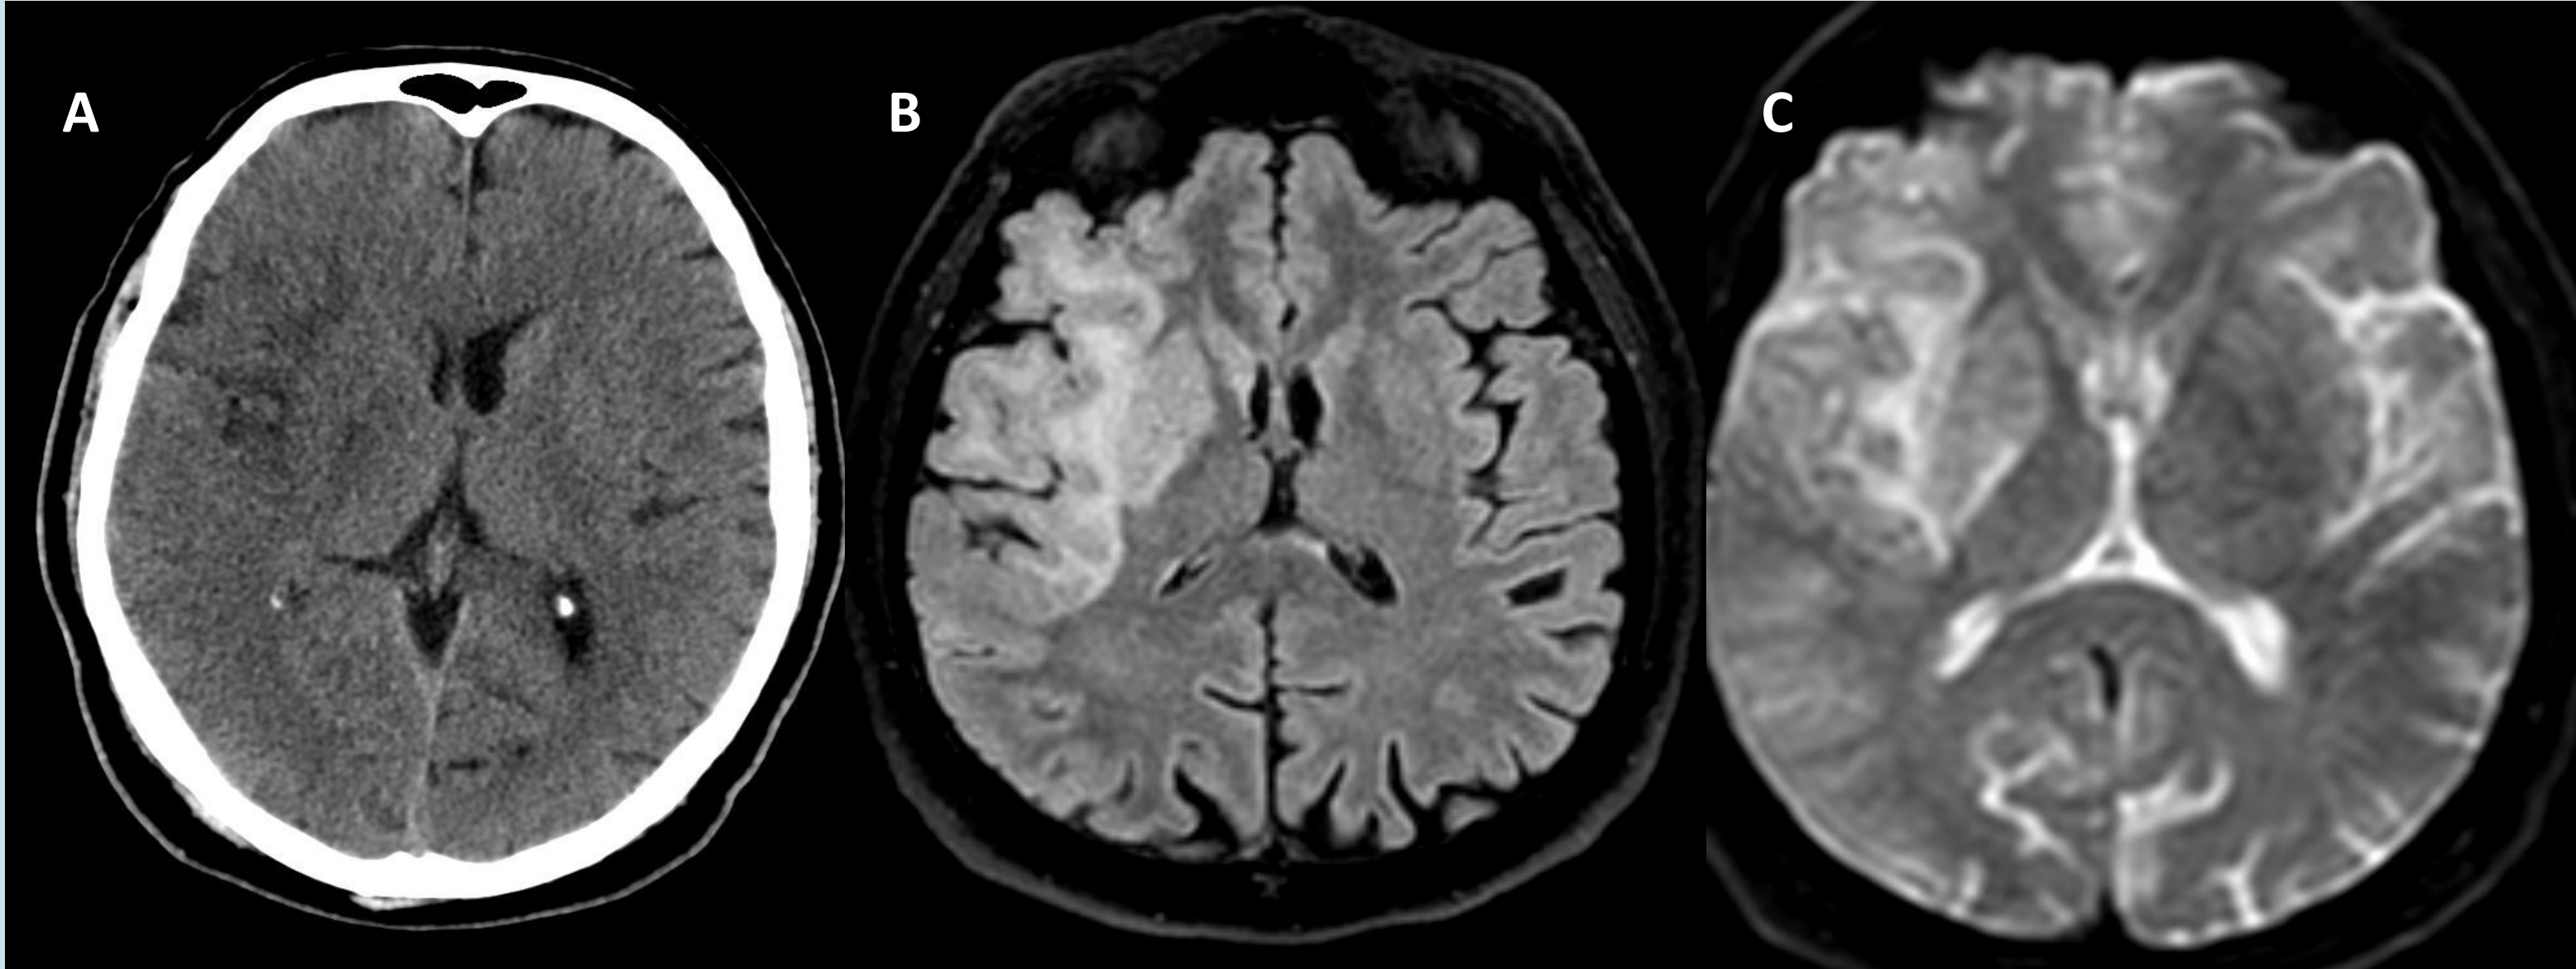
A: TC craneal a la semana de evolución, mostrando ictus isquémico en territorio de ACM derecha con afectación de ganglios basales ipsilaterales. B y C: RM cerebral realizada a los 11 días tras el ictus. Secuencias FLAIR y DWI mostrando lesión isquémica en territorio de la ACM derecha, con afectación del estriado ipsilateral a nivel de putamen y globo pálido. D y E: RM cerebral, secuencias DWI y ADC que muestran restricción de la difusión en mesencéfalo derecho, probablemente en sustancia negra, secundaria a la lesión isquémica previamente mencionada.
